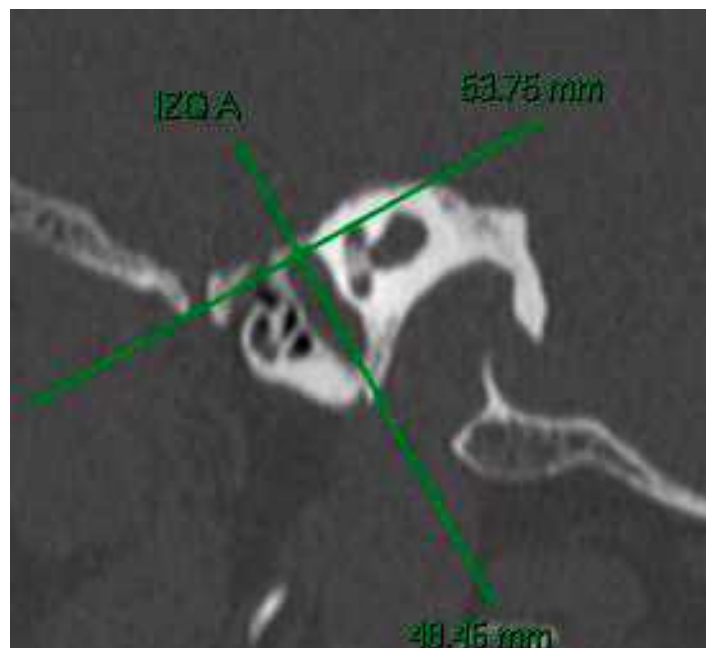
TAC de oídos simple en corte sagital de oído izquierdo el cual muestra un receso subtensor tipo A.
